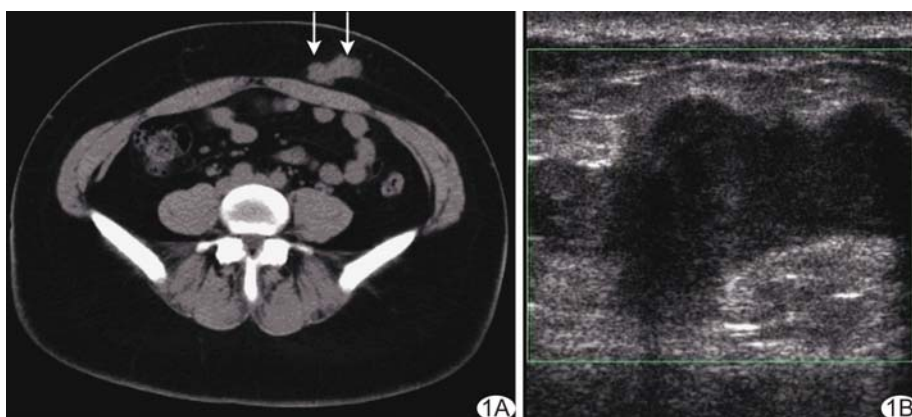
副脊索瘤的影像表现 A. CT 示左侧腹壁内软组织密度影(箭); B. 彩色多普勒超声示浅筋膜深层可见低回声, 形态不规则, 回声不均匀, 未见明显液化及血流显示
